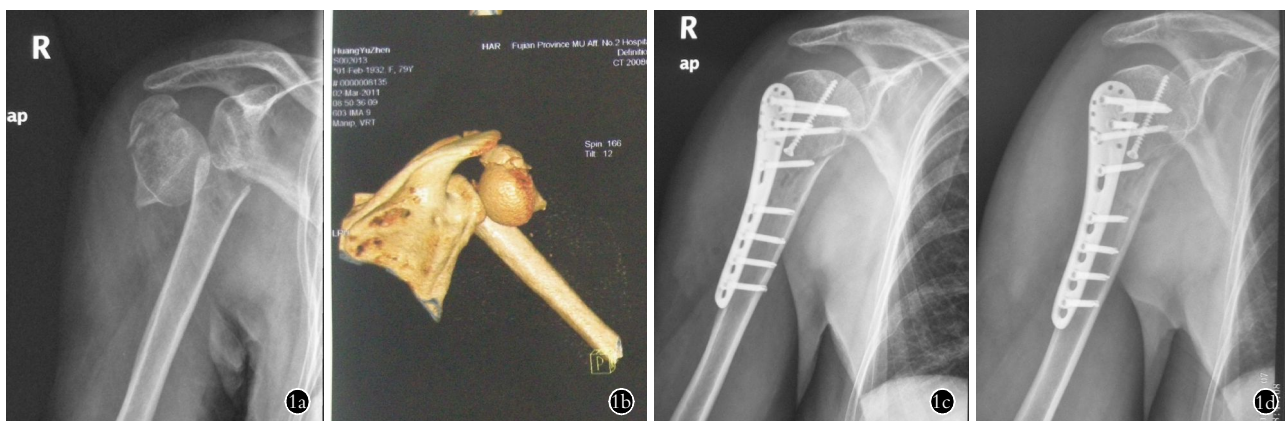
患者,女,79岁,摔伤致肱骨近端3部分骨折 1a.术前肩关节正位X线片示肱骨大结节、肱骨头及肱骨干3部分骨折移位 1b.术前CT三维重建示肱骨近端各骨折块移位情况 1c.术后2d正位X线片示骨折端解剖复位,钢板位置良好,螺钉长度合适 1d.术后2d侧位X线片示骨折端解剖复位,钢板位置良好,螺钉长度合适
